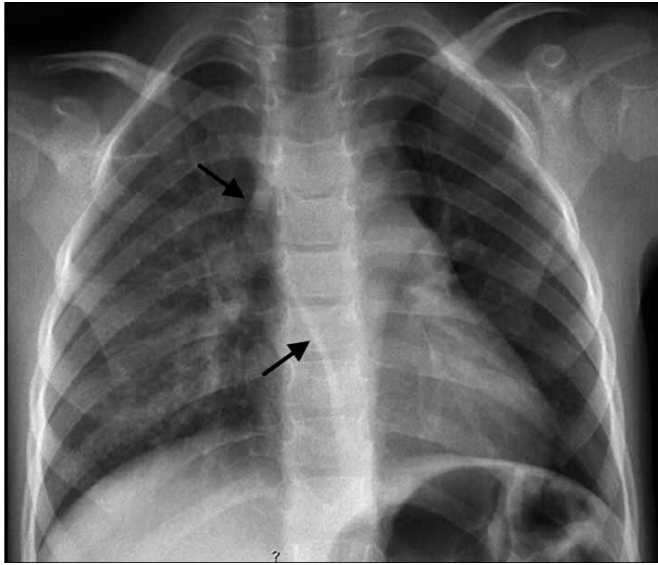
Radiografia torácica que mostra desvio da linha ázigo-esofágica, sugerindo lesão ocupando espaço no mediastino
